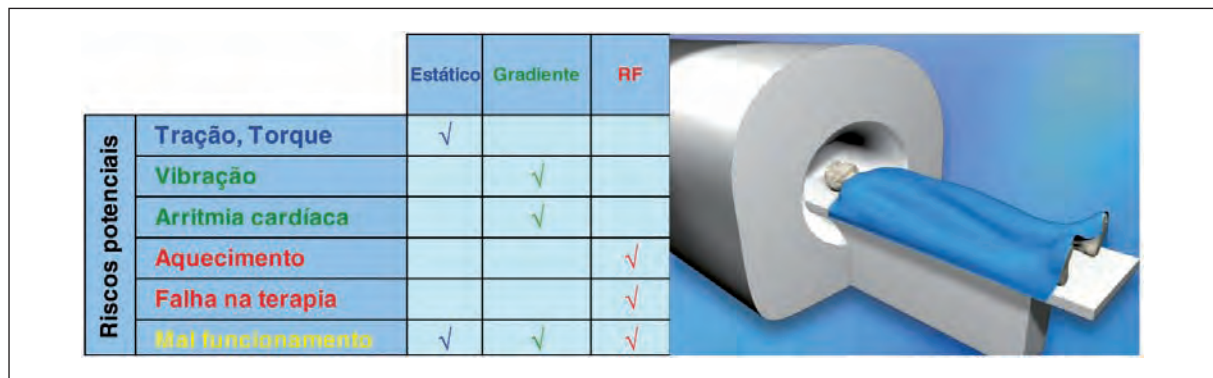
Riscos potenciais em pacientes portadores de GPI submetidos a IRM.
